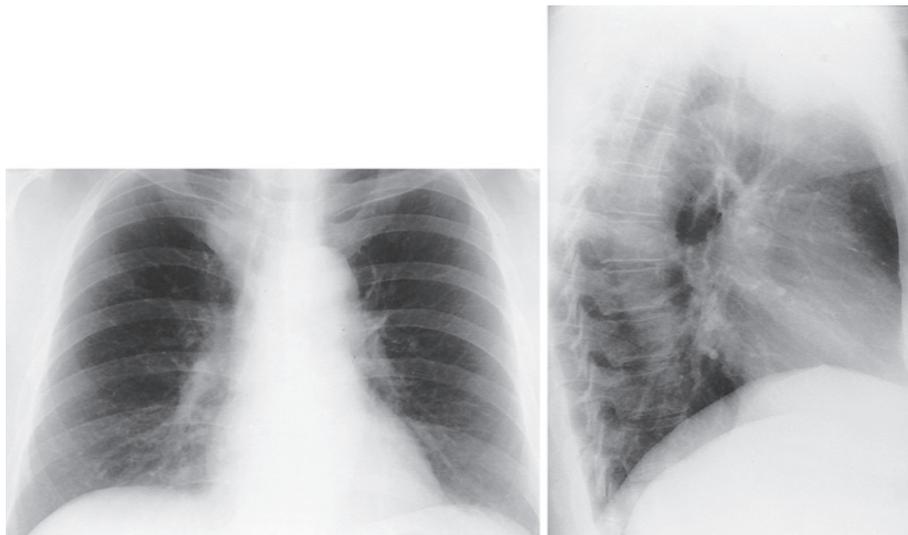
Chest radiograph showing a 3-cm, spherical mass in the anterior mediastinum.
